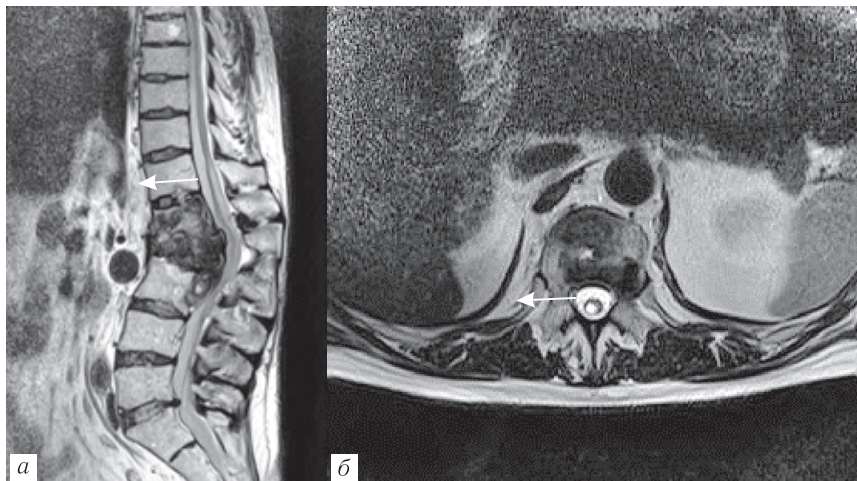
Пациент И, 60 лет. МРТ. Туберкулезный спондилит Th_{XII}–L_{III}. Интрамедуллярная ликворная киста визуализируется на уровне эпидурального компонента и на один сегмент краниальнее (Th_{XII}–L_I) (а — T2-ВИ, сагиттальная проекция), занимая центрально-задние отделы спинного мозга (б — T2-ВИ, аксиальная проекция). Формирование атрофии краниальной области компрессии. Разрушенные позвонки и эпидуральный компонент кальцинированы, с гипоинтенсивным МР-сигналом
